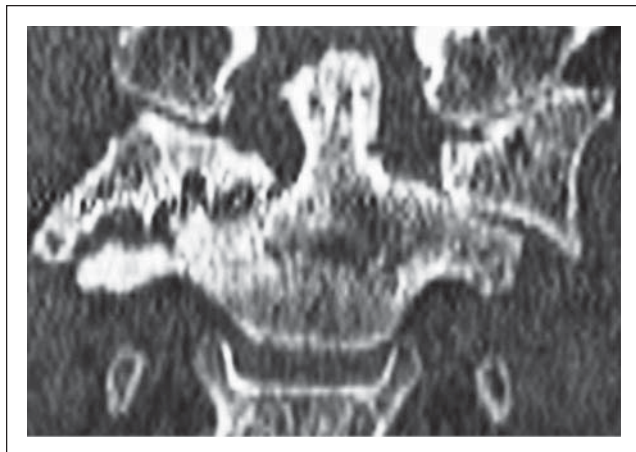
Laterale Subluxation des Atlas bei entzündlicher Destruktion des rechten Atlantoaxialgelenk in der Computertomographie.
